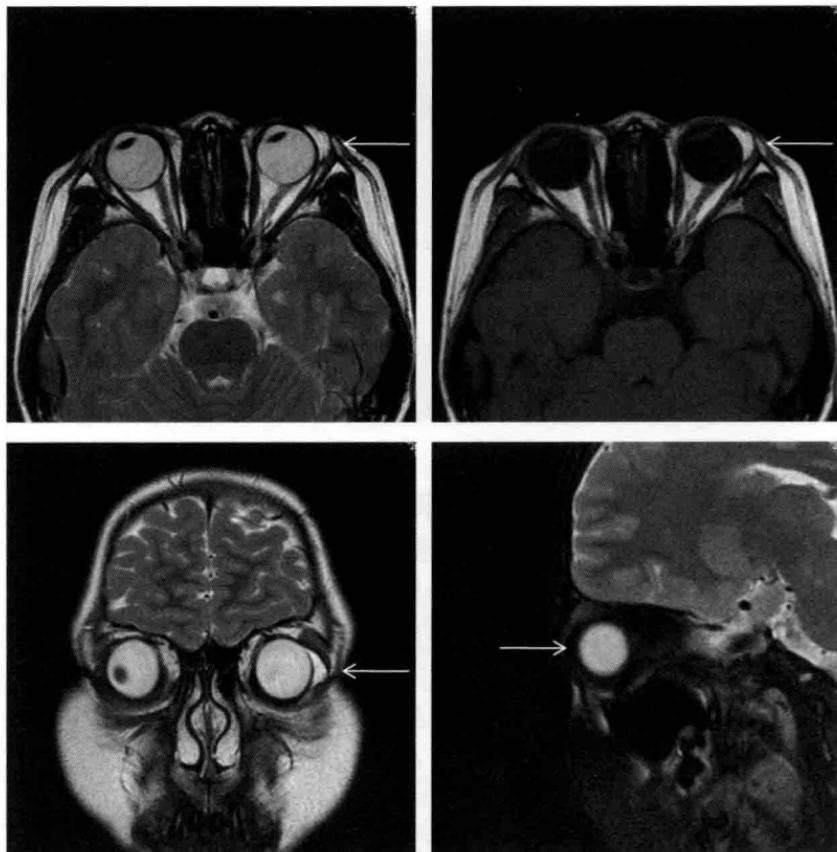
MRI 轴位  $T_2$  WI、 $T_1$  WI 序列，冠状位  $T_2$  WI，矢状位  $T_2$  WI 脂肪抑制序列，箭头示左眼环颞侧缘见新月形短  $T_1$ 、长  $T_2$  信号影，脂肪抑制序列呈低信号，诊断结膜脂肪瘤
